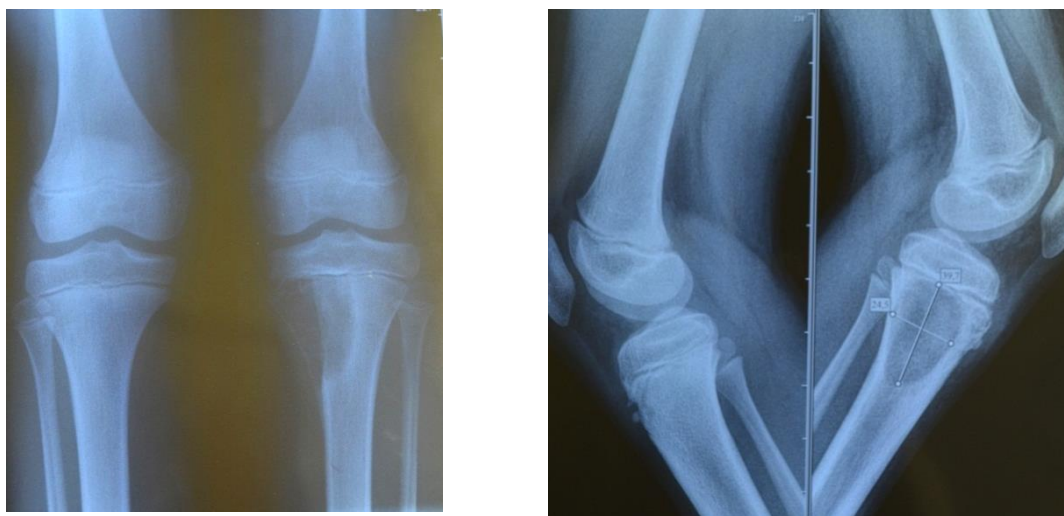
Больная Н., 10 лет. На рентгенограмме остеобластокластома медиального мыщелка большеберцовой кости. Стенка мыщелка аморфная, вздутая, с лизированным медиальным контуром.
